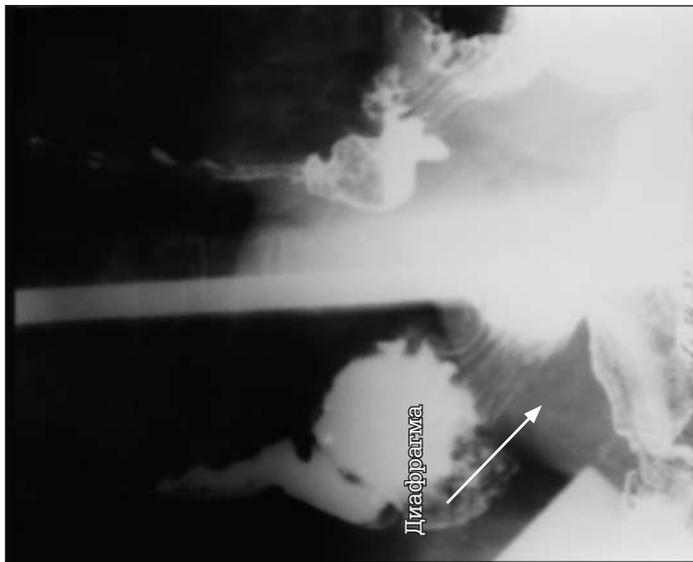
Контрастная рентгенограмма пищевода и желудка. Делю сульфата бария над диафрагмой. Складки слизистой желудка над диафрагмой. Грыжа пищеводного отверстия диафрагмы
